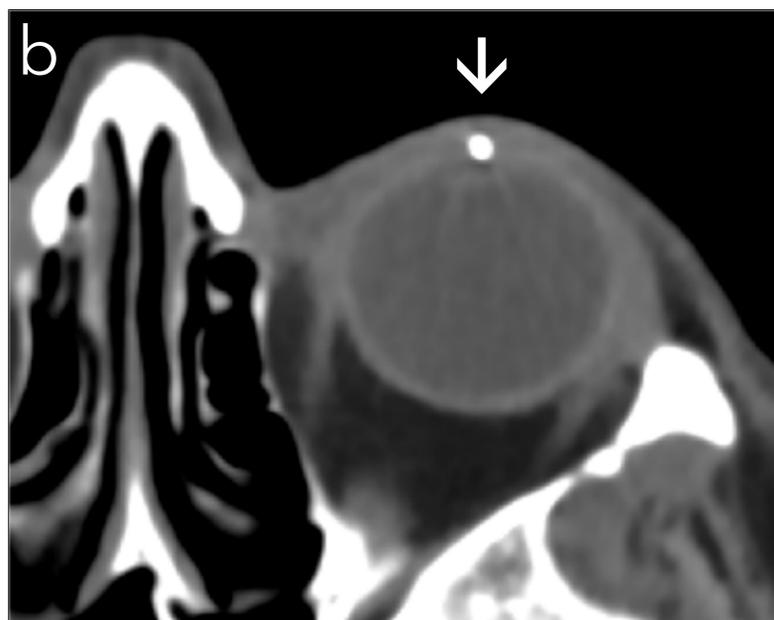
Dispositivo ExPRESS (a). Paciente con implantación de LIO y dispositivo ExPRESS para glaucoma en ojo izquierdo. Cortes axial (b) y sagital (c) de TC muestran el dispositivo puntiagudo de densidad metálica en la unión córneoescleral superior (flechas).
